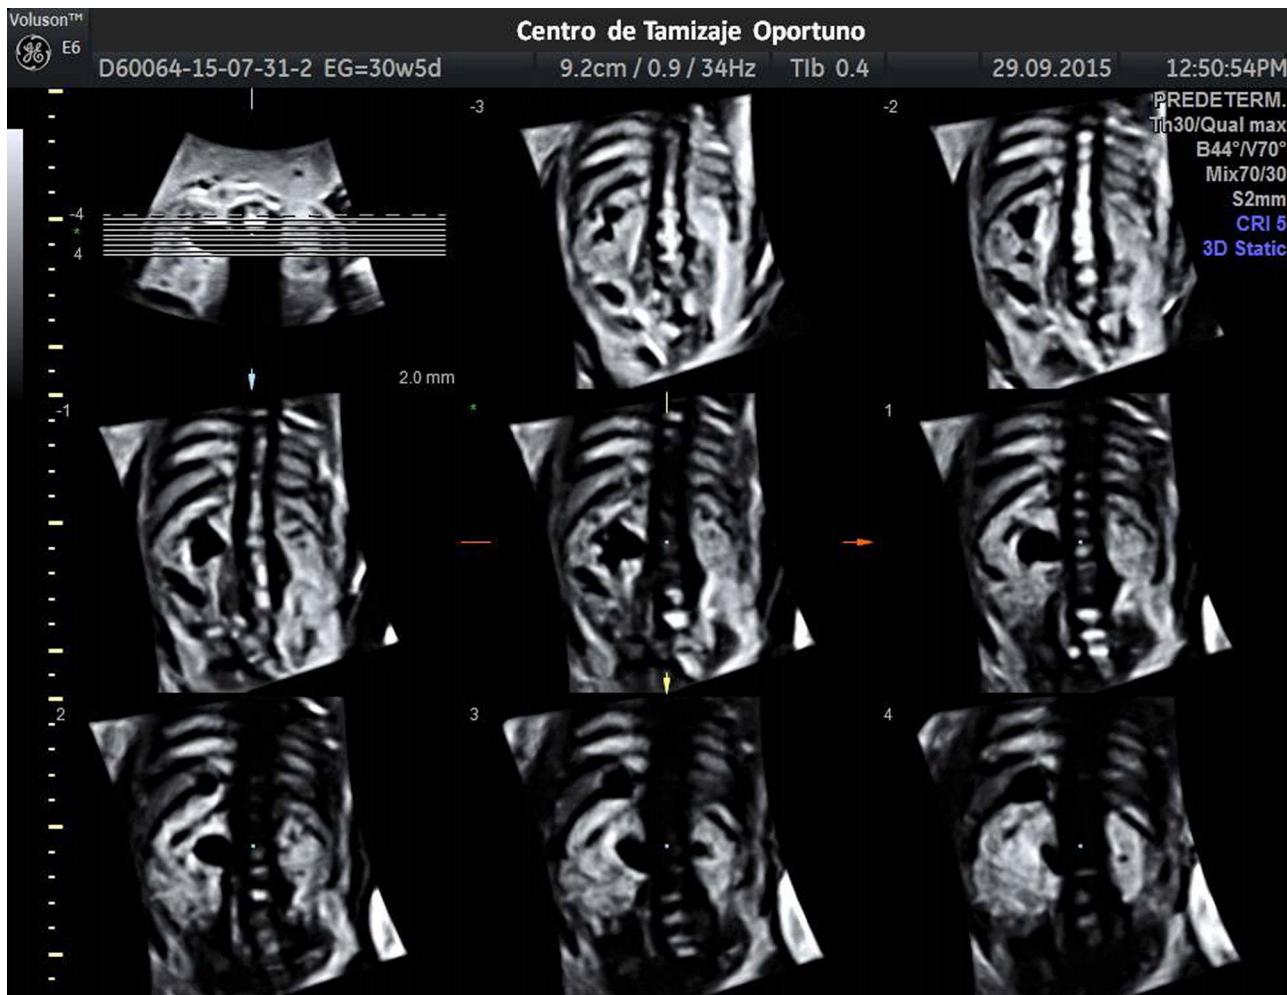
Imagen ultrasonido contrastada por volumen en plano A [VCI-A] en un corte sagital a las 30 semanas de gestación muestra dilatación uniforme de pelvis, calices mayores y menores con preservación de la corteza (hidronefrosis grado III).
